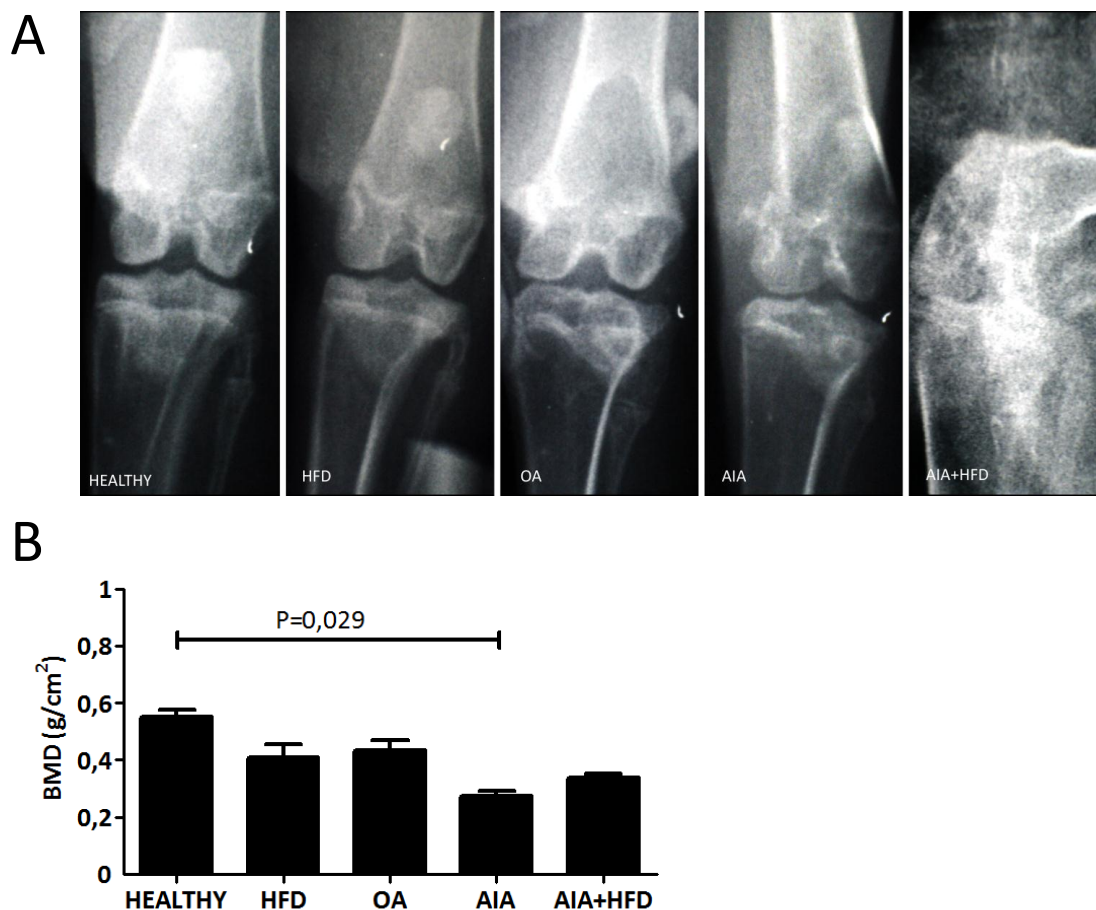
Evaluación radiológica y densitométrica de la pérdida ósea yuxta-articular. A, radiografía antero-posterior representativa de la rodilla de cada grupo de conejos. B, análisis densitométrico de la densidad mineral ósea subcondral (g/cm^2) en los distintos grupos experimentales.
